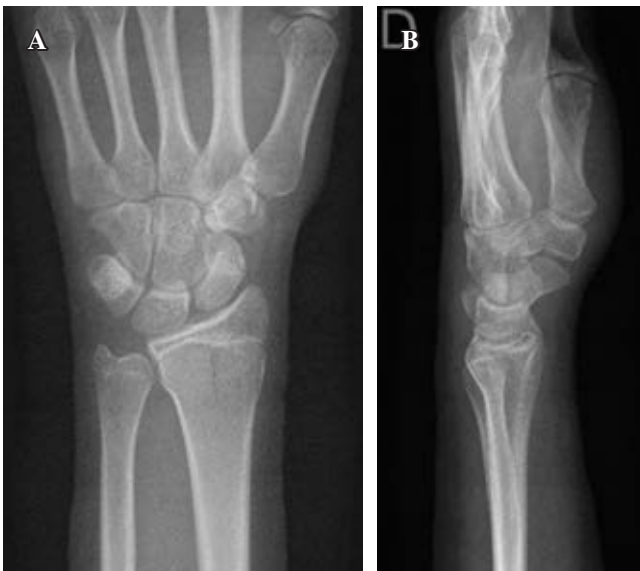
Radiografías: A) proyección anteroposterior y B) proyección lateral.
